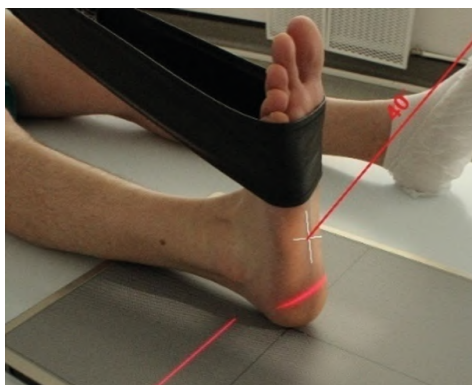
Рентгенография стопы. Аксиальная проекция пяточной кости
